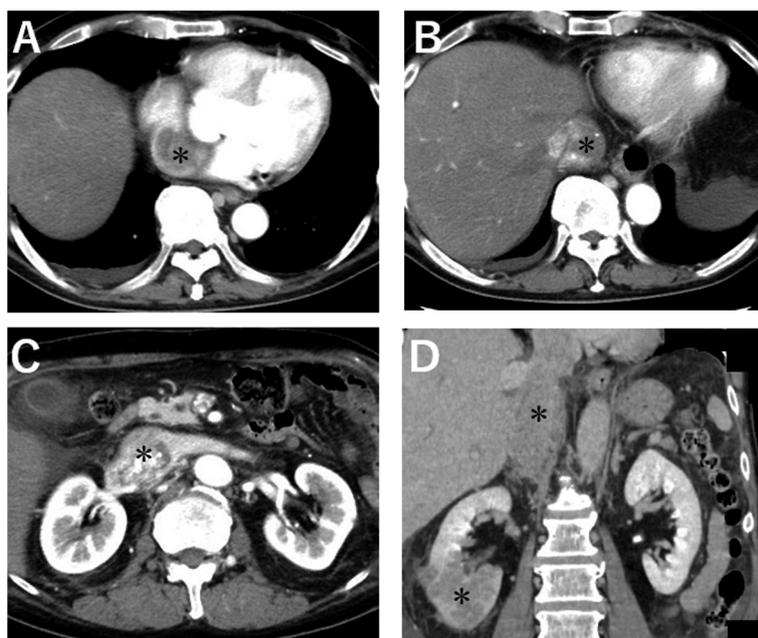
Preoperative computed tomography showing the tumor with thrombus at the level of the right atrium (A) and inferior vena cava (B, C and D). The tumor is indicated by asterisks.
